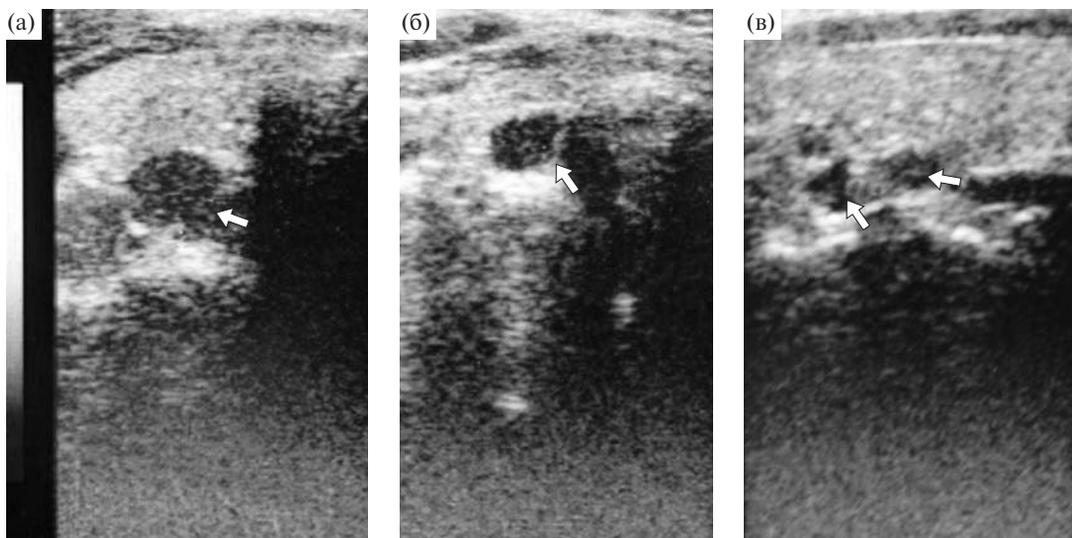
УЗИ щитовидной железы: стрелками указаны правые верхняя (а) и нижняя (б) паращитовидные железы, левые нижняя и верхняя паращитовидные железы (в).
